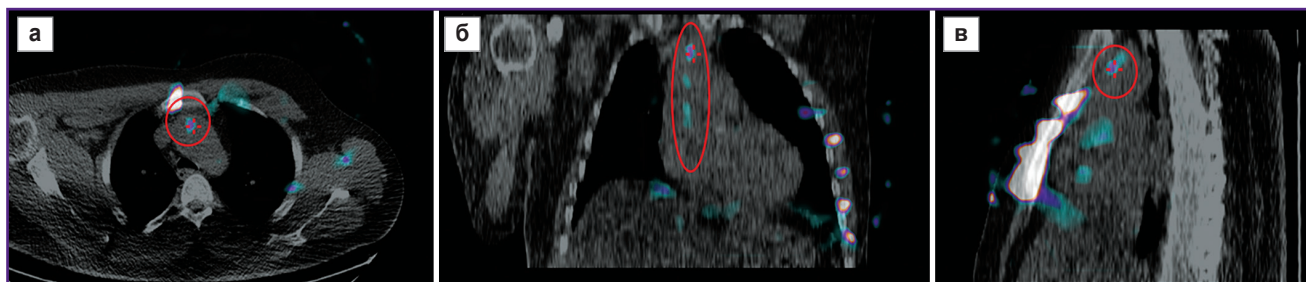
Результирующие ОФЭКТ/КТ-изображения грудной клетки пациента П., полученные после выполнения субтракции исходных изображений, представленных на рис. 2 (а — аксиальные, б — фронтальные и в — сагиттальные срезы)
